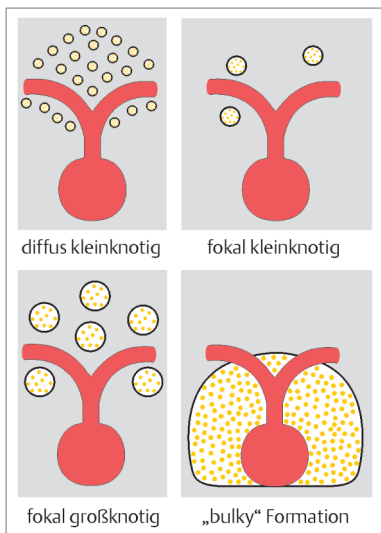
Sonographische Infiltrationsmuster abdomineller Lymphknoten. Beispiel Oberbauchquerschnitt: Abgang des Truncus coeliacus
